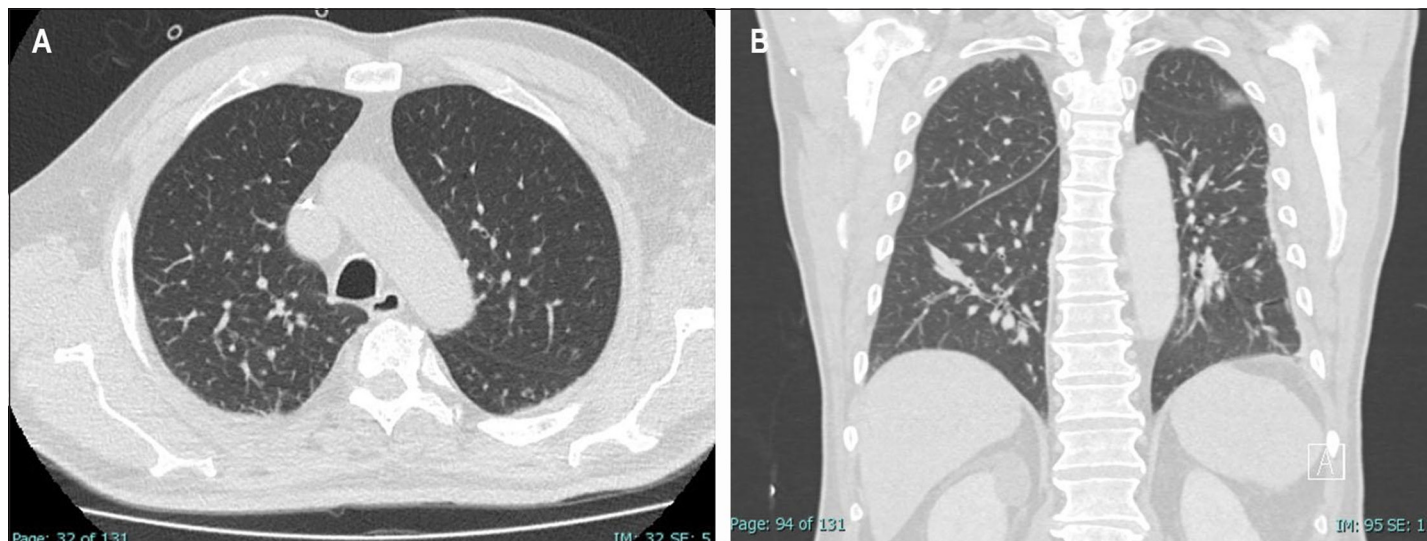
TC de tórax. A: engrosamiento de septos interlobulillares en lóbulos superiores (día 1 del ingreso). B: engrosamiento de los septos interlobulillares en lóbulos superiores y atelectasias subsegmentarias en ambos lóbulos inferiores (día 4 post-ingreso).
